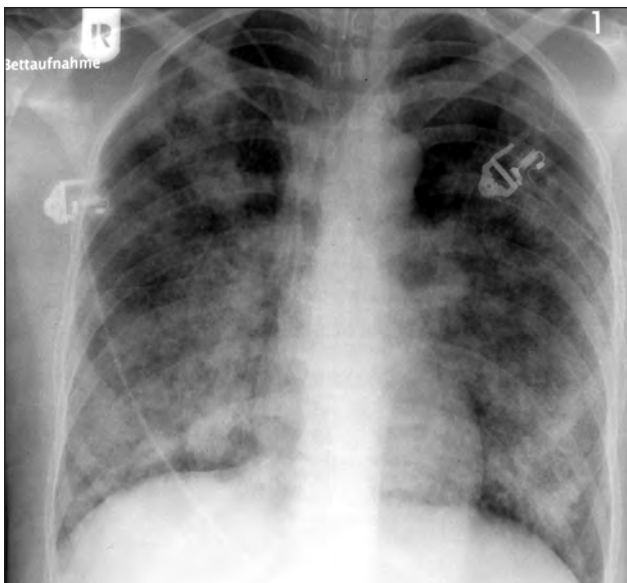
Röntgen-Thorax a.p. bei stationärer Aufnahme: ausge dehnte, z.T. flächenhafte, z.T. rundherdartige Infiltrationen an beiden Lungen re>li; Herz nicht verbreitert.
